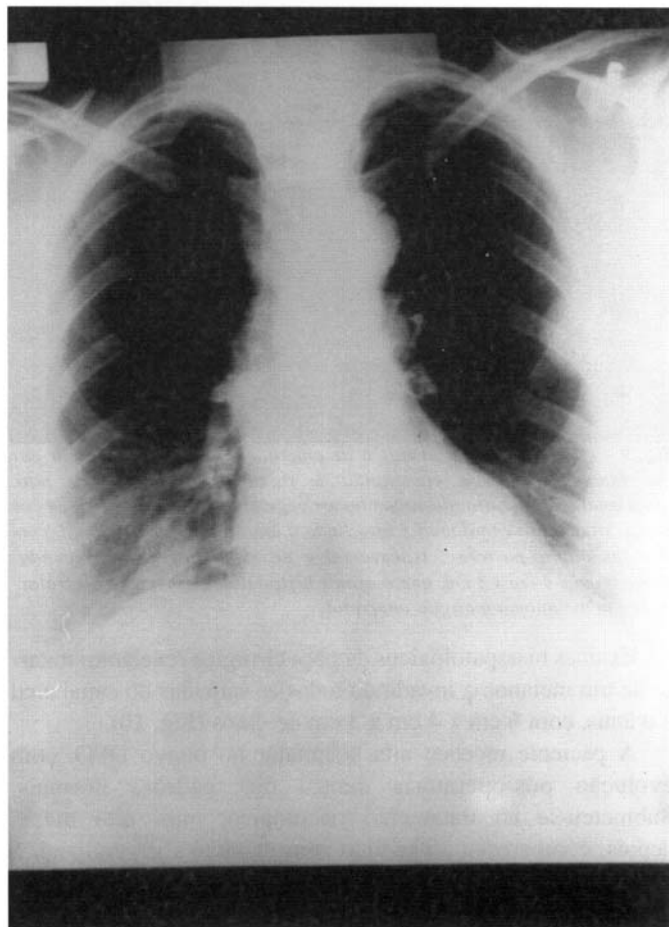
(caso 3) - Radiografia de tórax em PA, evidenciando várias áreas de opacidades nos campos pulmonares, de contornos bem definidos e de formas e dimensões variadas: regiões para-hilares esquerda e direita, alargando o mediastino; região paracardíaca direita; base do pulmão direito; face externa média do pulmão esquerdo; reação pleural apical direita; e discreto vela-mento dos seios costofrênicos.
